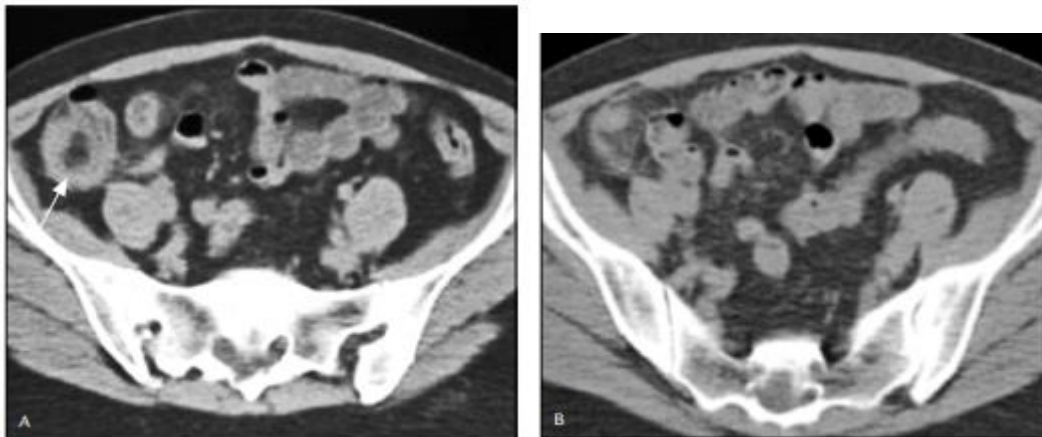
Tomographie assistée par ordinateur montrant une appendicite aiguë.
